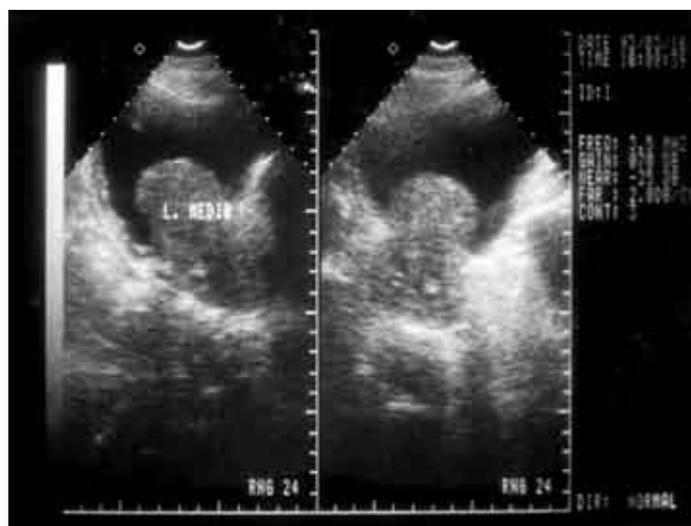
Ecografía de hiperplasia prostática con crecimiento de lóbulo medio intravesical.
